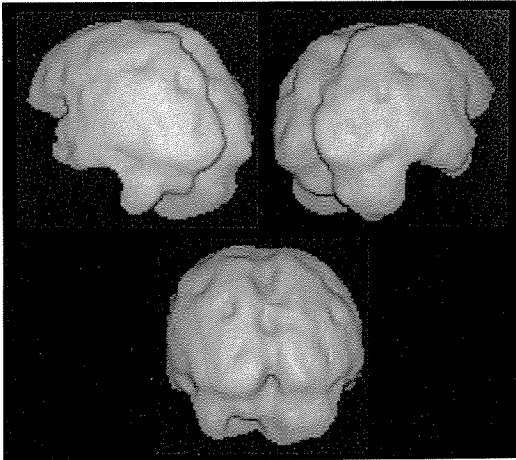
症例3のphosphen 緩解期の SPECT 立体画像
